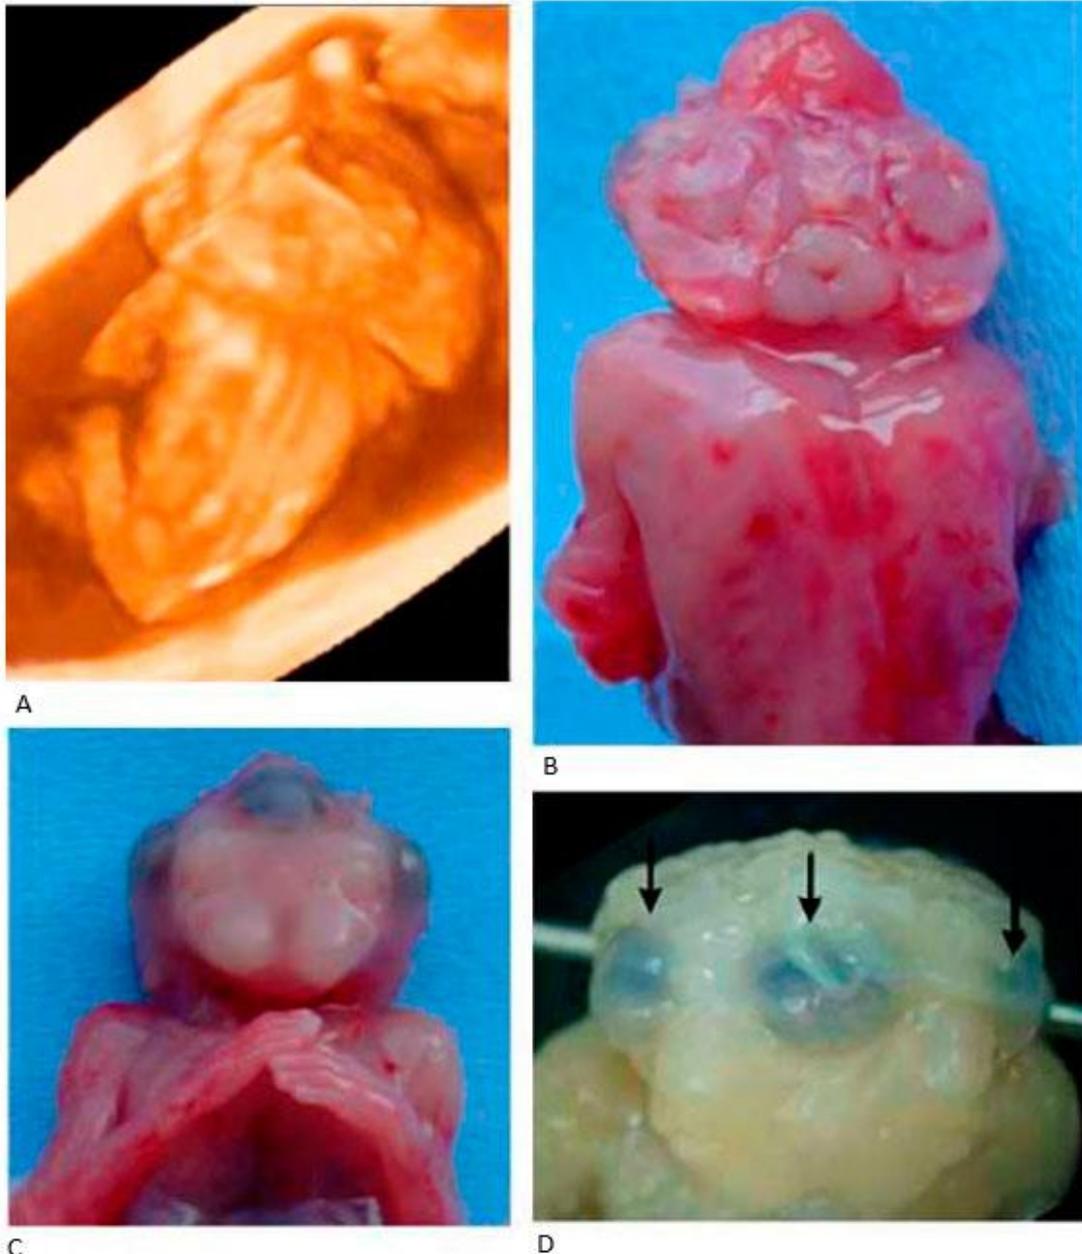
A) Ecografía 3D, se observa duplicación de la columna vertebral y defecto del tubo neural cervical; B) Vista posterior del feto con diprosopus, nótese el defecto el tubo neural cervical; C) Feto con duplicación facial (diprosopus), nótese la presencia de tres ojos (flechas), dos narices y dos bocas (D).
